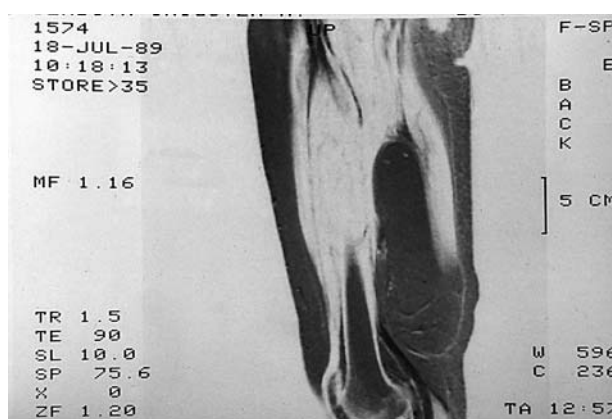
Resonancia magnética. Lipoma intermuscular.
